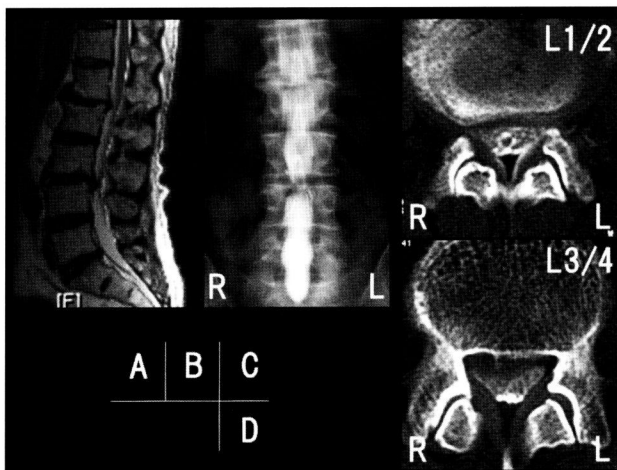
Preoperative MR image (A), myelograph (B) and myelo-CT (C, D) demonstrated disc herniation and spinal canal stenosis of L1/2 and 3/4.
